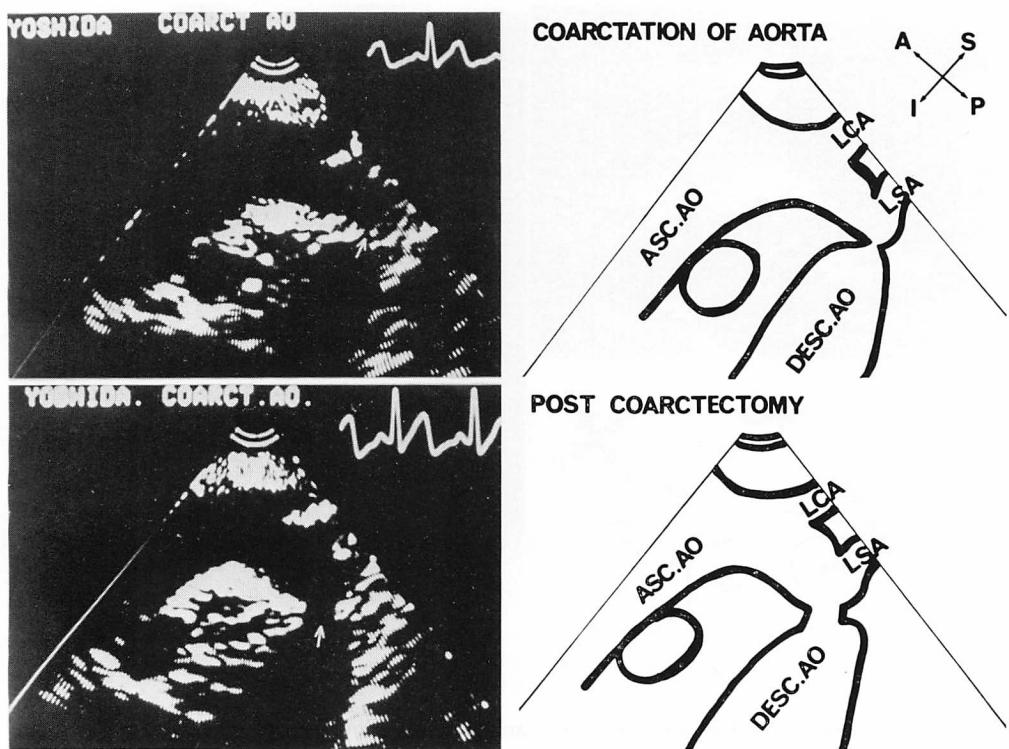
Two-dimensional echocardiogram from Case 6 (4-year-old boy).
